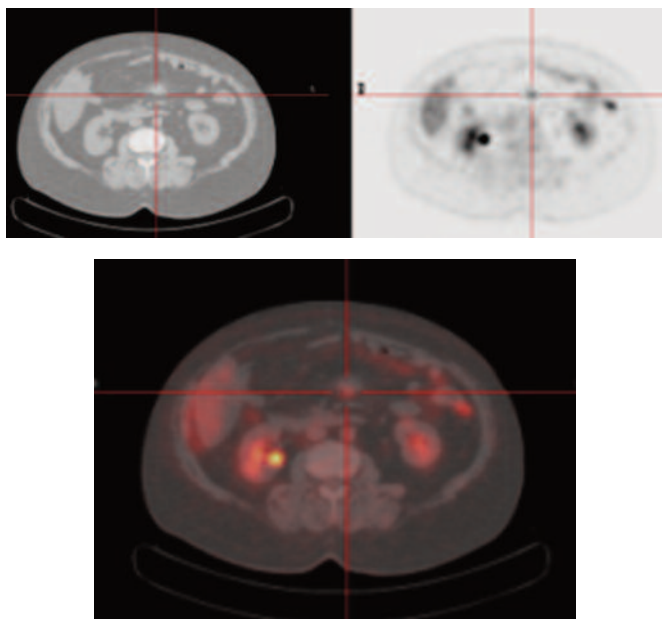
Immagine TC (a), PET (b) e relativa immagine di fusione (c).
